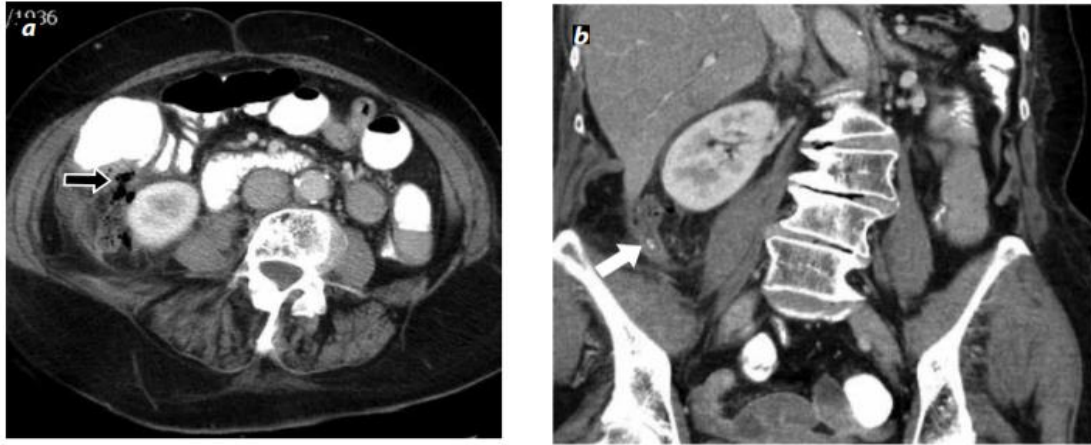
TOMOGRAFIA SIMPLE Y CONTRASTADA DE APENDICITIS <sup>25</sup>
